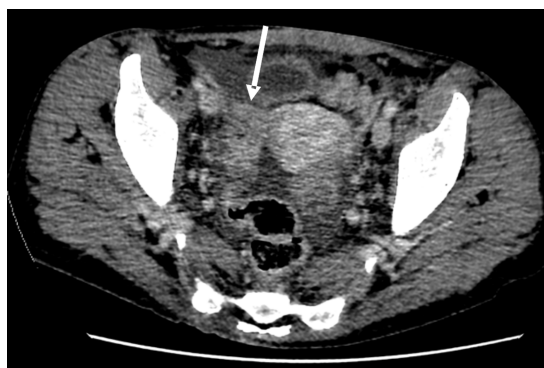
КТ органов полости малого таза. Опухоль Крукенберга справа (указан стрелкой)
